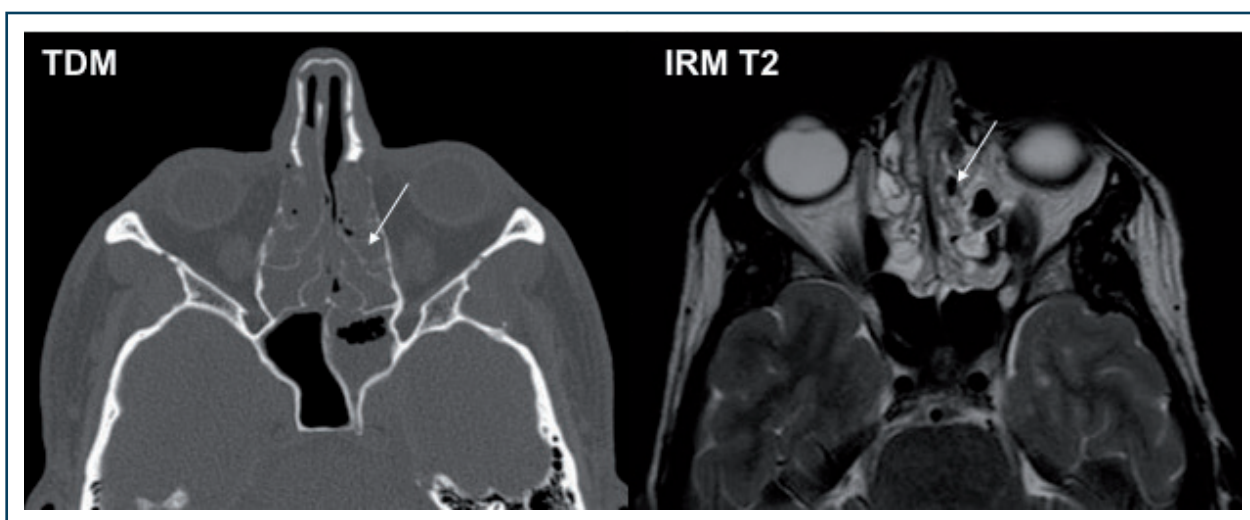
Ethmoïdite œdémateuse (TDM).
